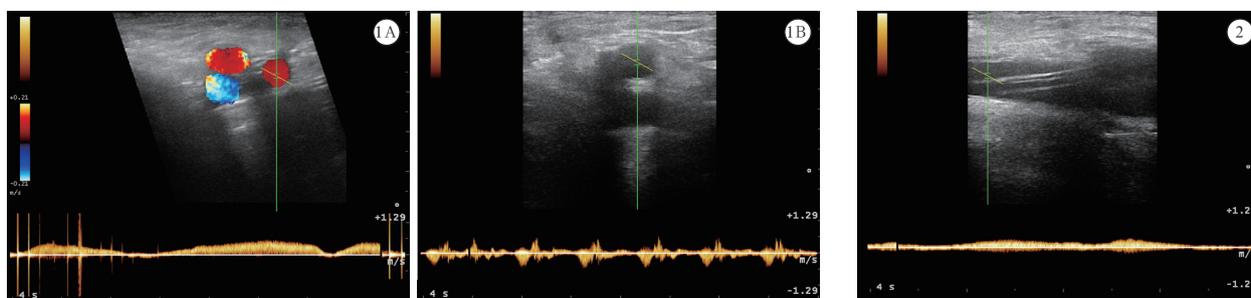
急诊科患者中心静脉置管超声定位穿刺术中二维超声显示血管情况 A 标记处为静脉, B 标记处为动脉 图 2 急诊科患者中心静脉置管后行超声进一步确认置管位置 图中标识位置为穿刺导管,频谱确认穿刺血管为静脉
